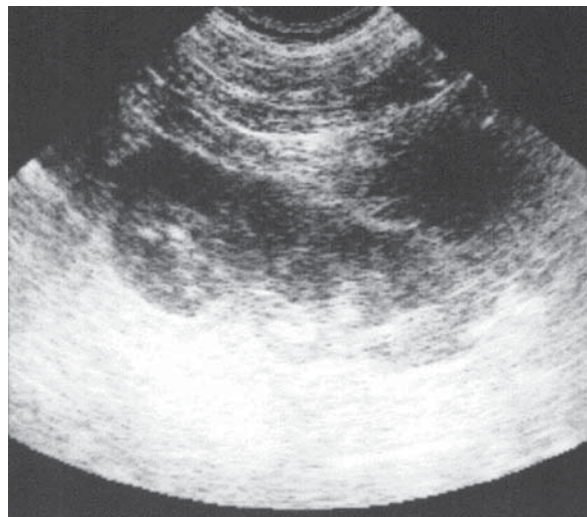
Abces rece paravertebral. Imagine hipoecogenă la nivelul mușchiului psoas. Ecografie, secțiune longitudinală.
